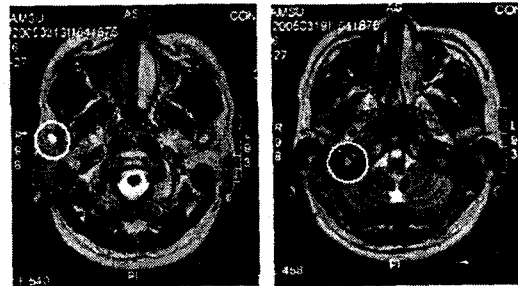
T2-weighted brain MRI
